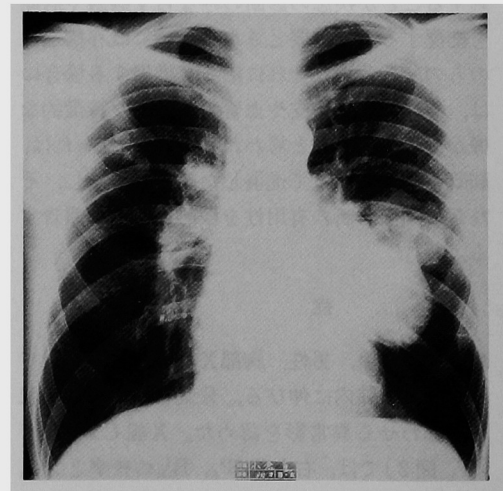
症例3 胸部X線写真。左肺門から下肺野にかけて辺縁明瞭な多発性結節影を思わせる陰影と、右上肺野にV字形の陰影を認める。
